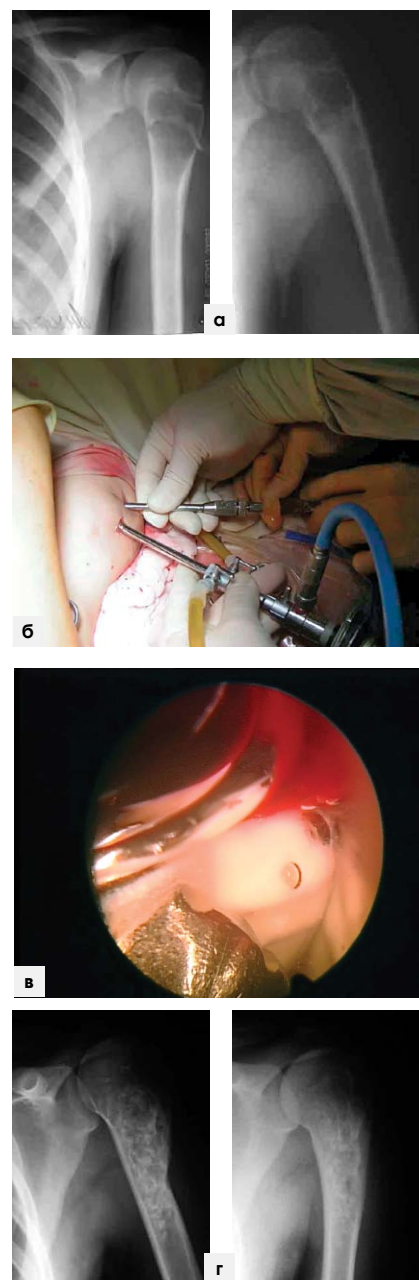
(а, б, в, г). Диагноз: аневризмальная киста верхней трети левой плечевой кости. а) рентгенограммы левой плечевой кости в 2-х проекциях до операции; б) расположение эндоскопических шахт при оперативном вмешательстве; в) введение КоллапАн-геля в костную полость после удаления кисты; г) рентгенограммы правой плечевой кости после введения КоллапАн-геля.
